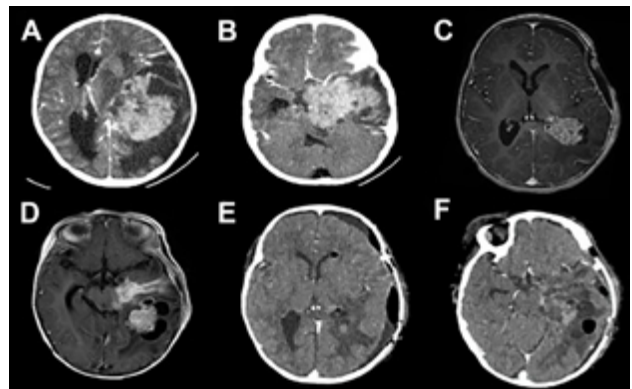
A y B) Paciente de 21 meses de vida, sexo femenino, que presentó hemiparesia faciobraquiocrural derecha, vómitos y deterioro del sensorio, TC de cerebro con contraste EV, lesión supra e infratentorial, con gran efecto de masa con compresión del tronco del encéfalo. Se realizó cirugía de exploración y exéresis parcial. Anatomía patológica informó papiloma de plexos coroideos. C y D) IRM de cerebro con contraste EV que evidenció resto tumoral intraventricular y en relación a cisternas peri mesencefálicas. Se realizó re exploración del tumor. E y F) Imagen por TC de cerebro con contraste EV postquirúrgica inmediata que evidenció exéresis total.
